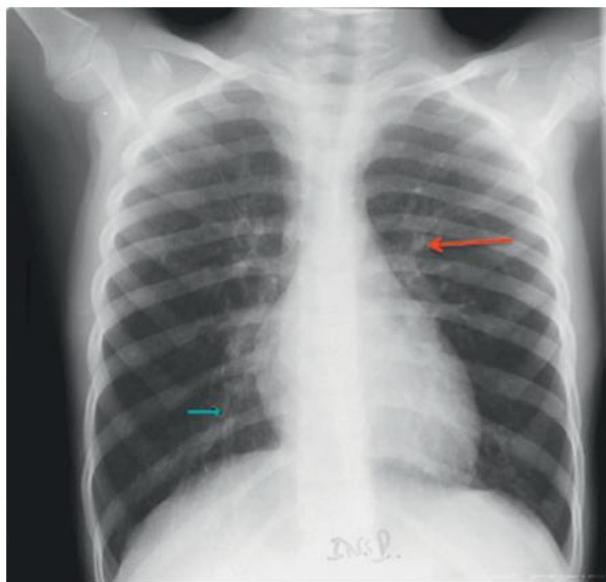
B Radiographie thoracique avec distension thoracique chez un patient présentant une exacerbation d'asthme.
